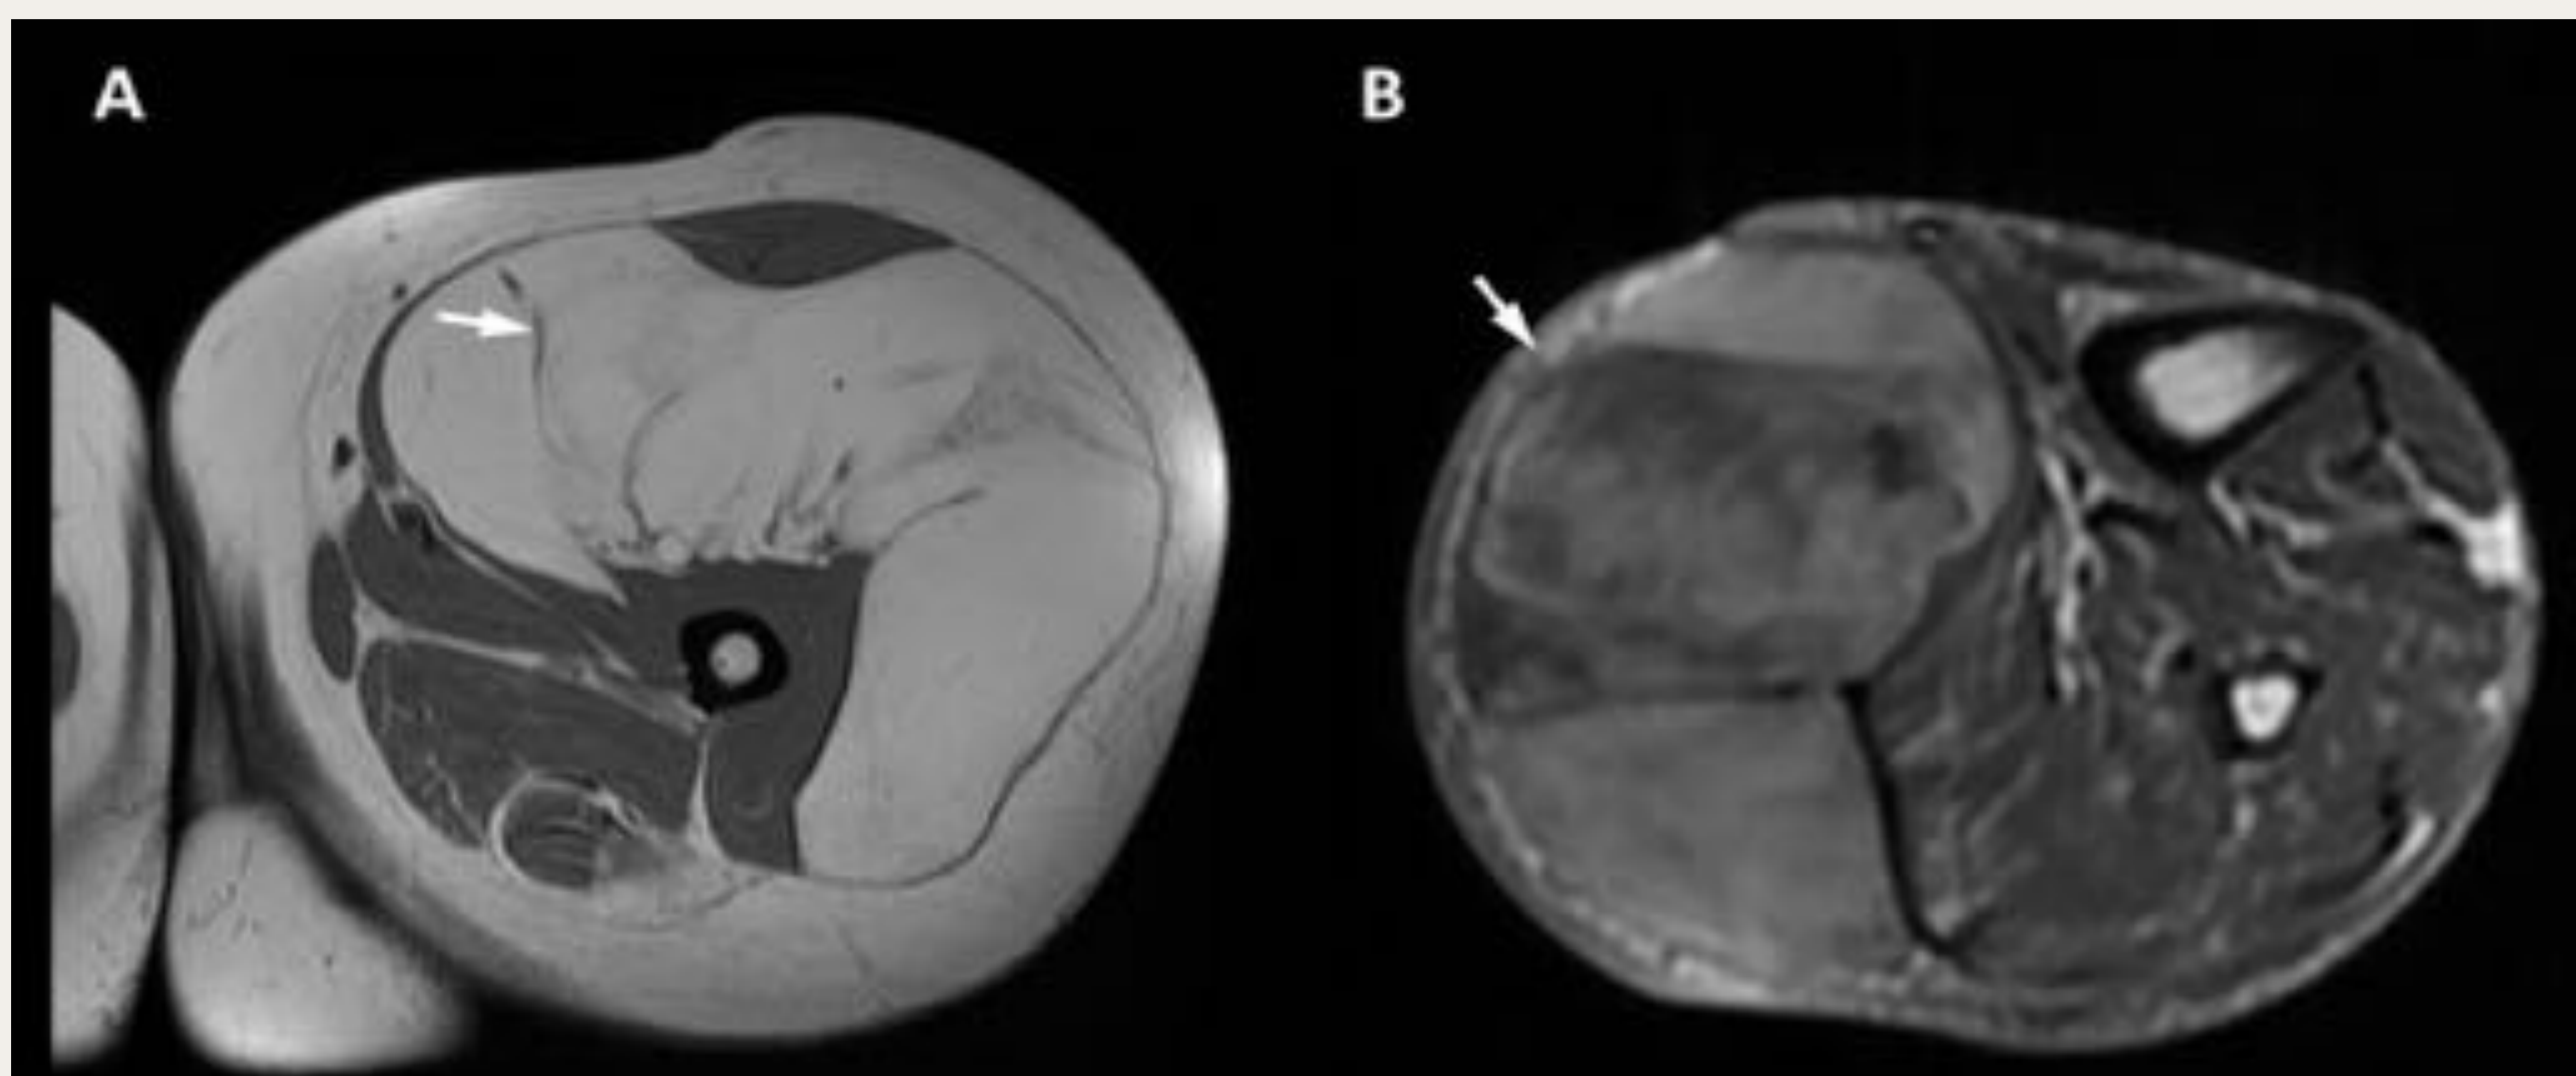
RM secuencias axiales potenciadas en T1. Masa lipomatosa profunda de gran tamaño en el muslo, con múltiples septos gruesos internos, compatible con liposarcoma bien diferenciado (A). Secuencia axial potenciada en T1 que muestra un liposarcoma desdiferenciado, con importante componente no graso hipointenso (B).
